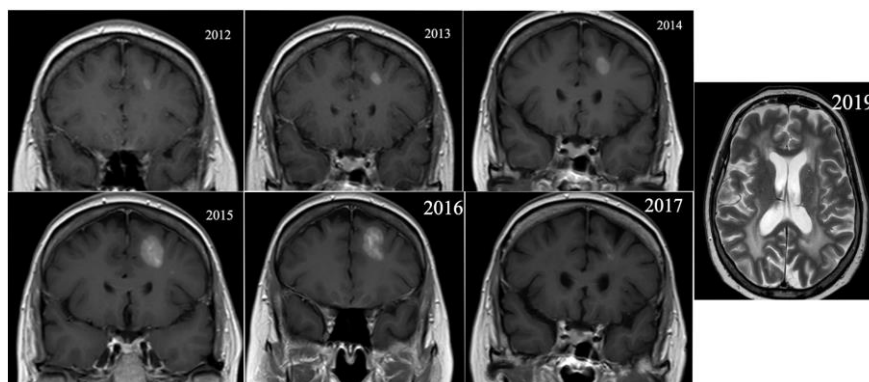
Evolució de les RMN cerebrals de la pacient des del 2012 fins al 2019.
